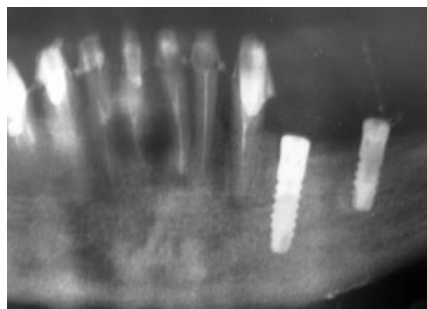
Рентгенограмма области отсутствующих зубов 35, 36 и 37 через 3 мес после имплантации
